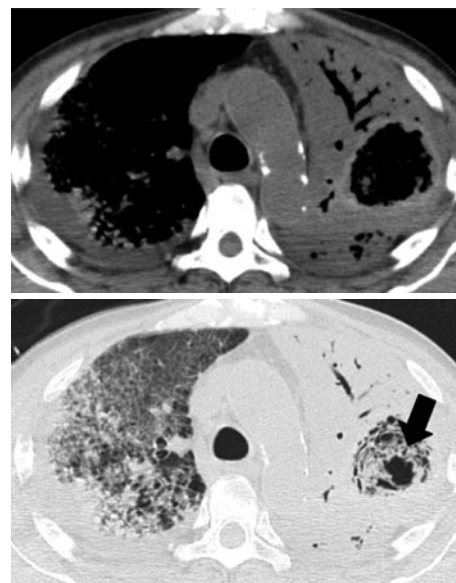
Chest CT showed extensive consolidation and air bronchogram in the left lobe. Normal lung structure appeared to have been destroyed in the left upper lobe (arrow).
